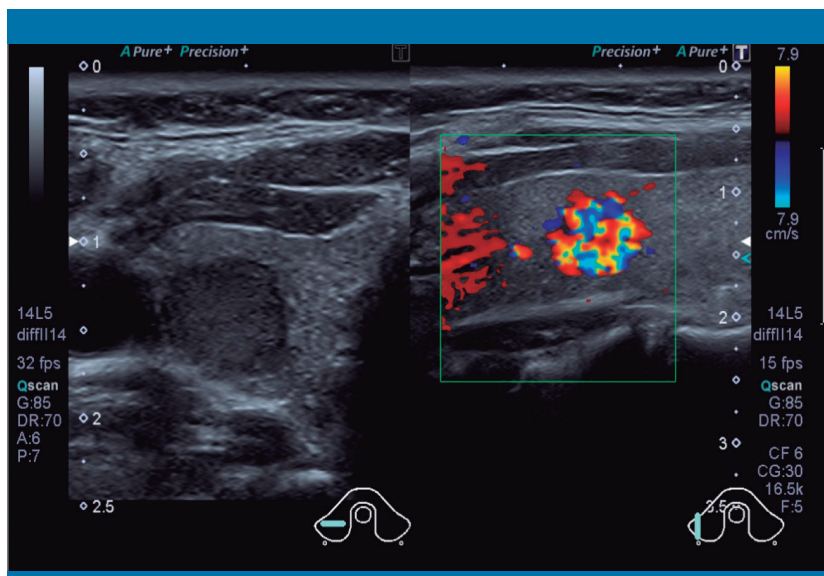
Ecografía cervical. Nódulo sólido de $7 \times 6 \times 9$ mm, localizado en el tercio medio del lóbulo tiroideo derecho, de ecogenicidad heterogénea e hipervascularizado
